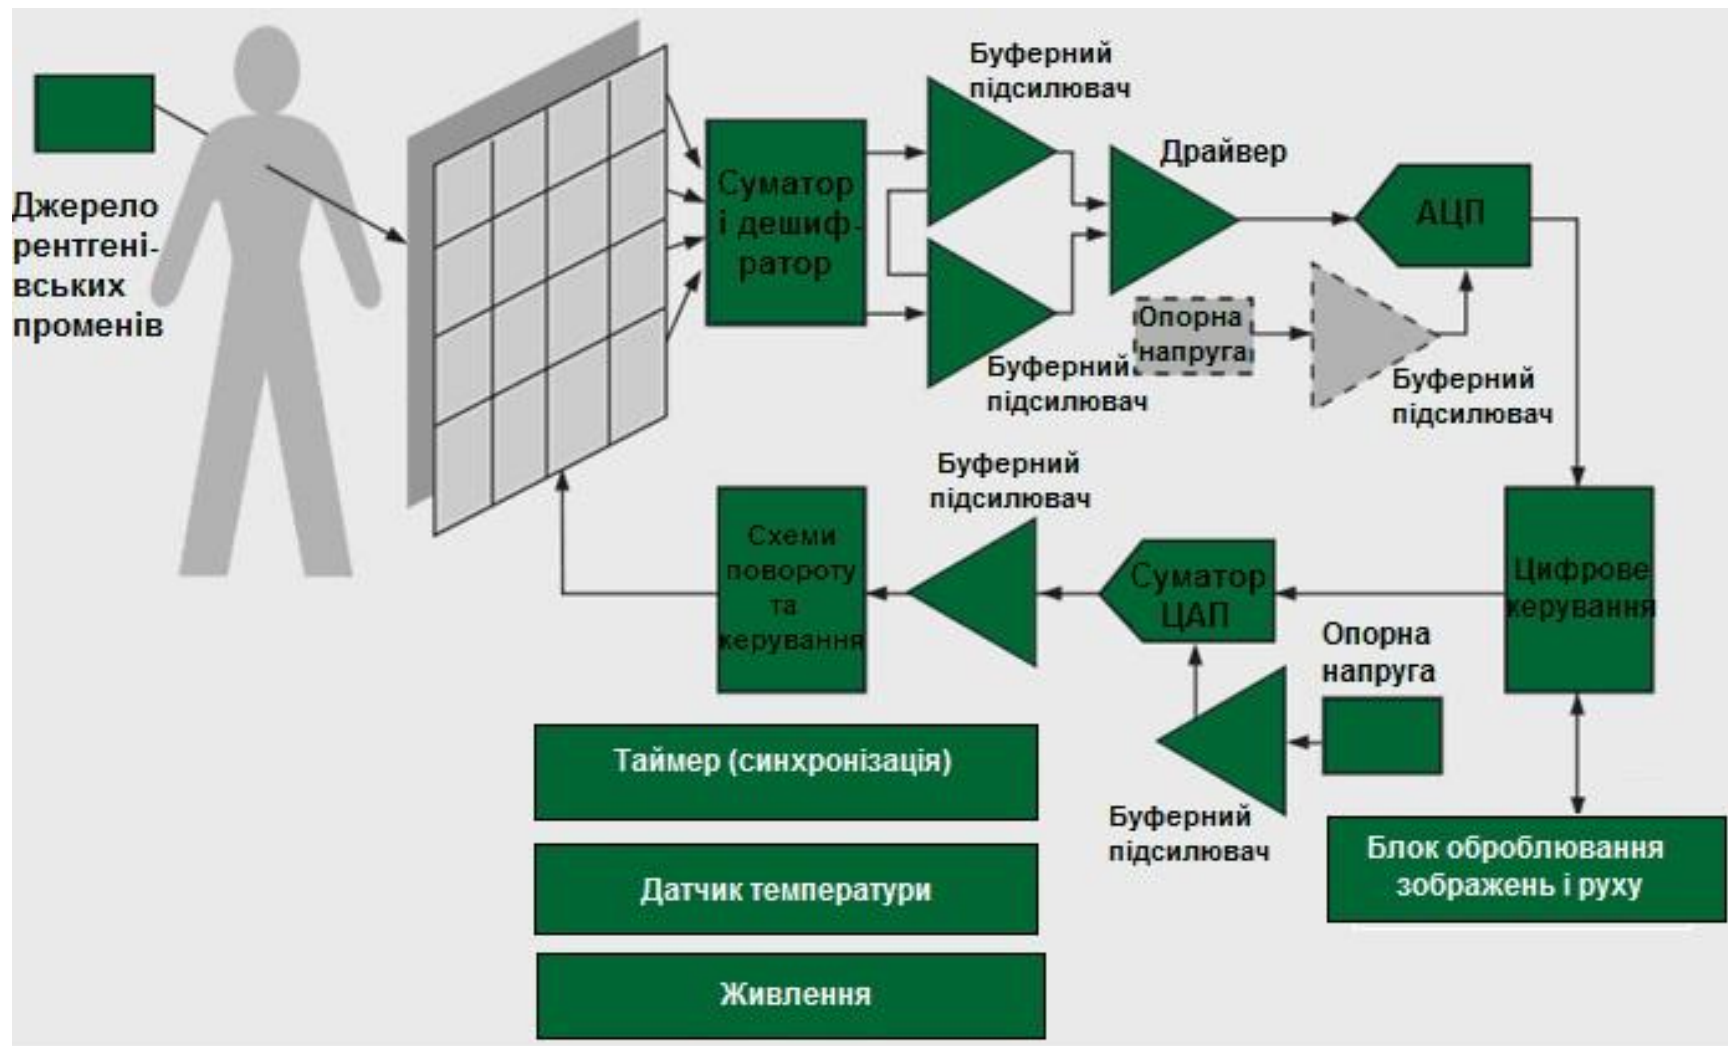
Узагальнена процедура перетворення рентгенівських променів та оброблення сигналів
